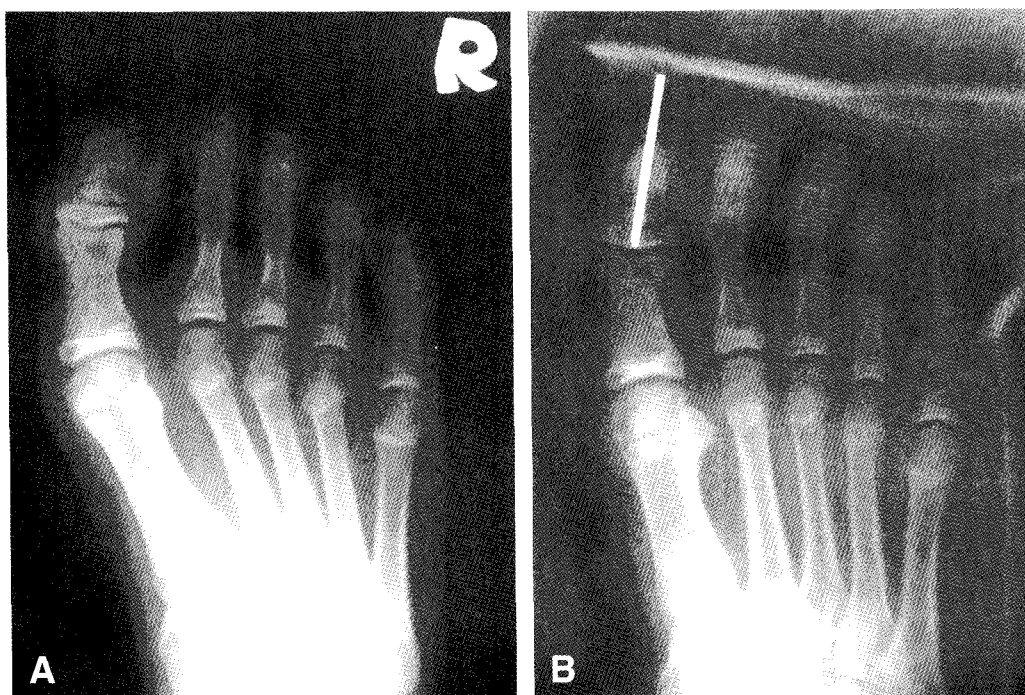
(A) Foot AP radiograph showing open fracture of epiphyseal plate of distal phalanx of great toe. (B) Foot AP radiograph showing post-OP state with K-wire.
